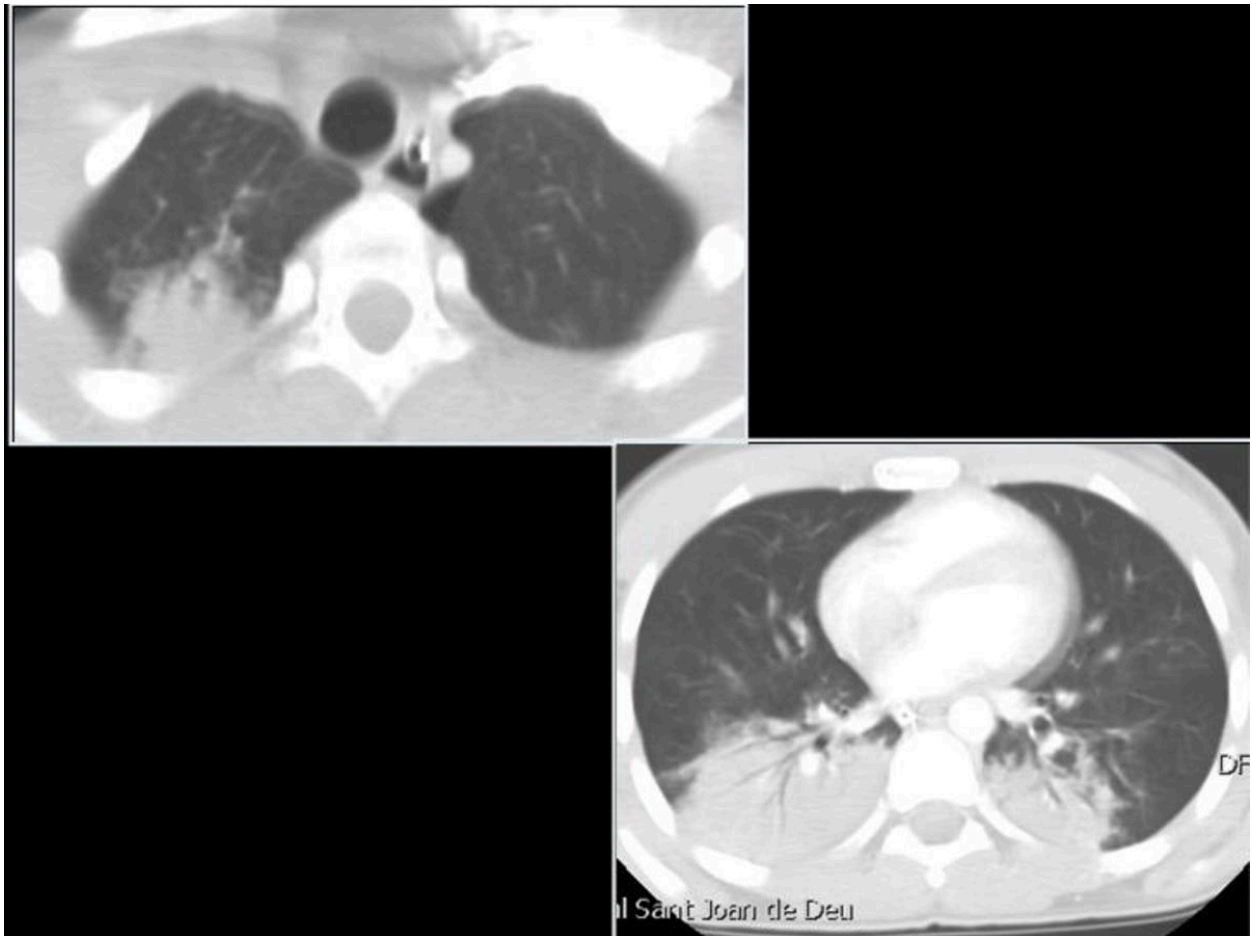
TC Torácico: Consolidación extensa bilateral y pequeño neumotórax apical izquierdo
